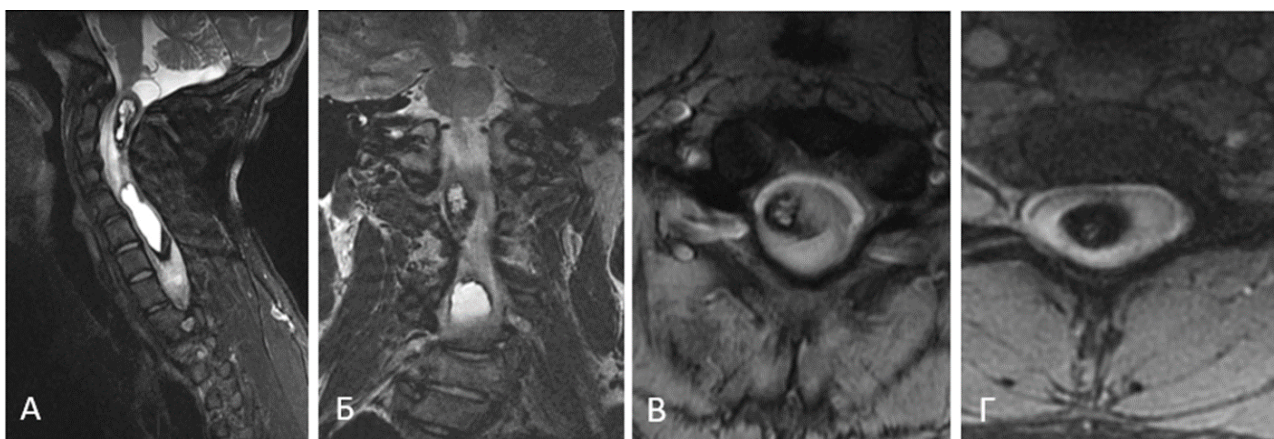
Данные МРТ спинного мозга: множественные КМ на уровне С1–С2 (II тип) и С5–С7 (I тип) позвонков. А – сагиттальный срез в режиме Т2; Б – фронтальный срез в режиме Т2; В, Г – аксиальные срезы в режиме MERGE
